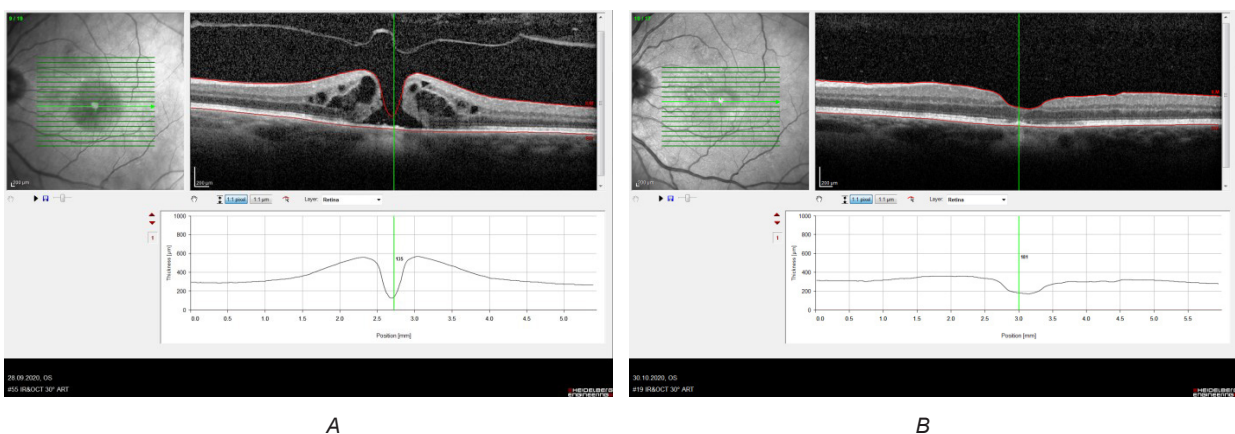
Данные оптической когерентной томографии левого глаза пациентки С. 55 лет: А — до оперативного лечения; В — закрытие макулярного разрыва через 1 месяц после второго этапа оперативного лечения
